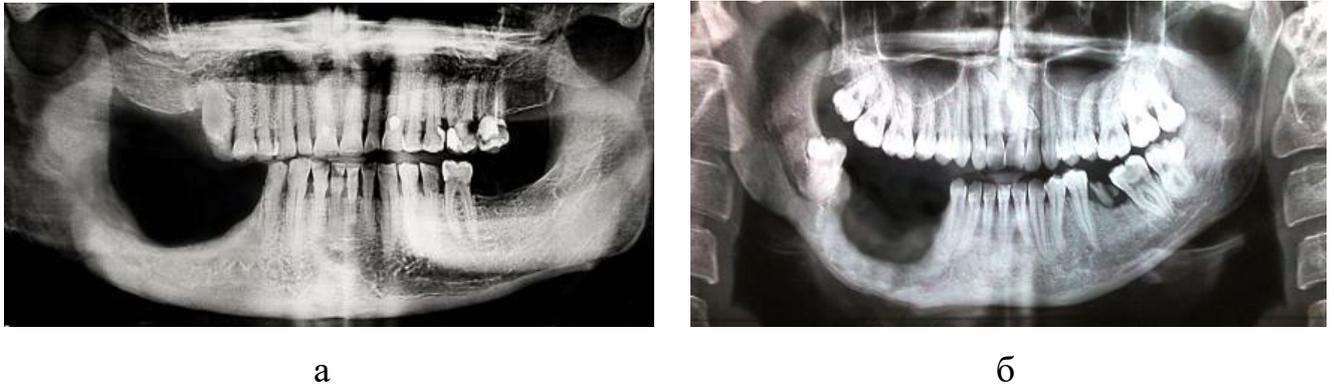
Рентгенологический контроль через 12 месяцев после проведения секвестрэктомии без вовлечения в процесс нижнего края нижней челюсти (а) и при поражении челюсти на всю высоту (б)
